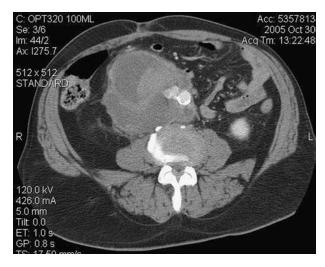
TC abdominal que muestra un leiomiosarcoma retroperitoneal que erosiona la aorta abdominal infrarrenal y provoca una hemorragia intratumoral contenida aguda.
